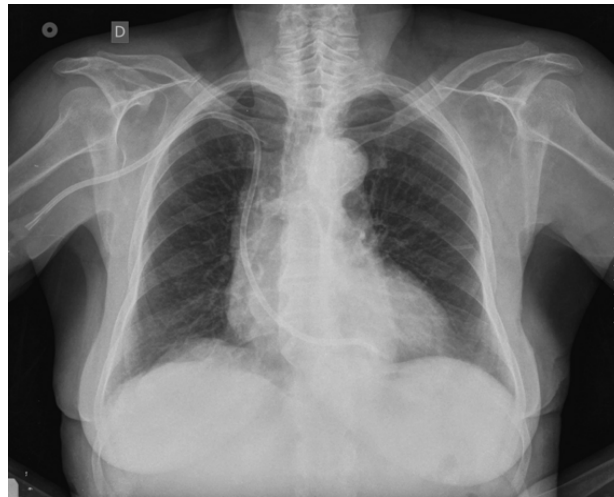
Radiographie thoracique montrant une extrémité du cathéter insérée en intra-VD
